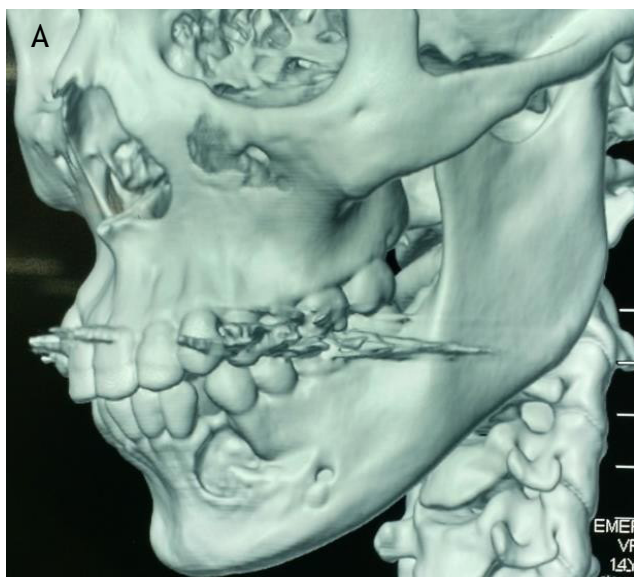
Tomografia computadorizada reconstrução 3D (A) e radiografia panorâmica após descompressão (B)
